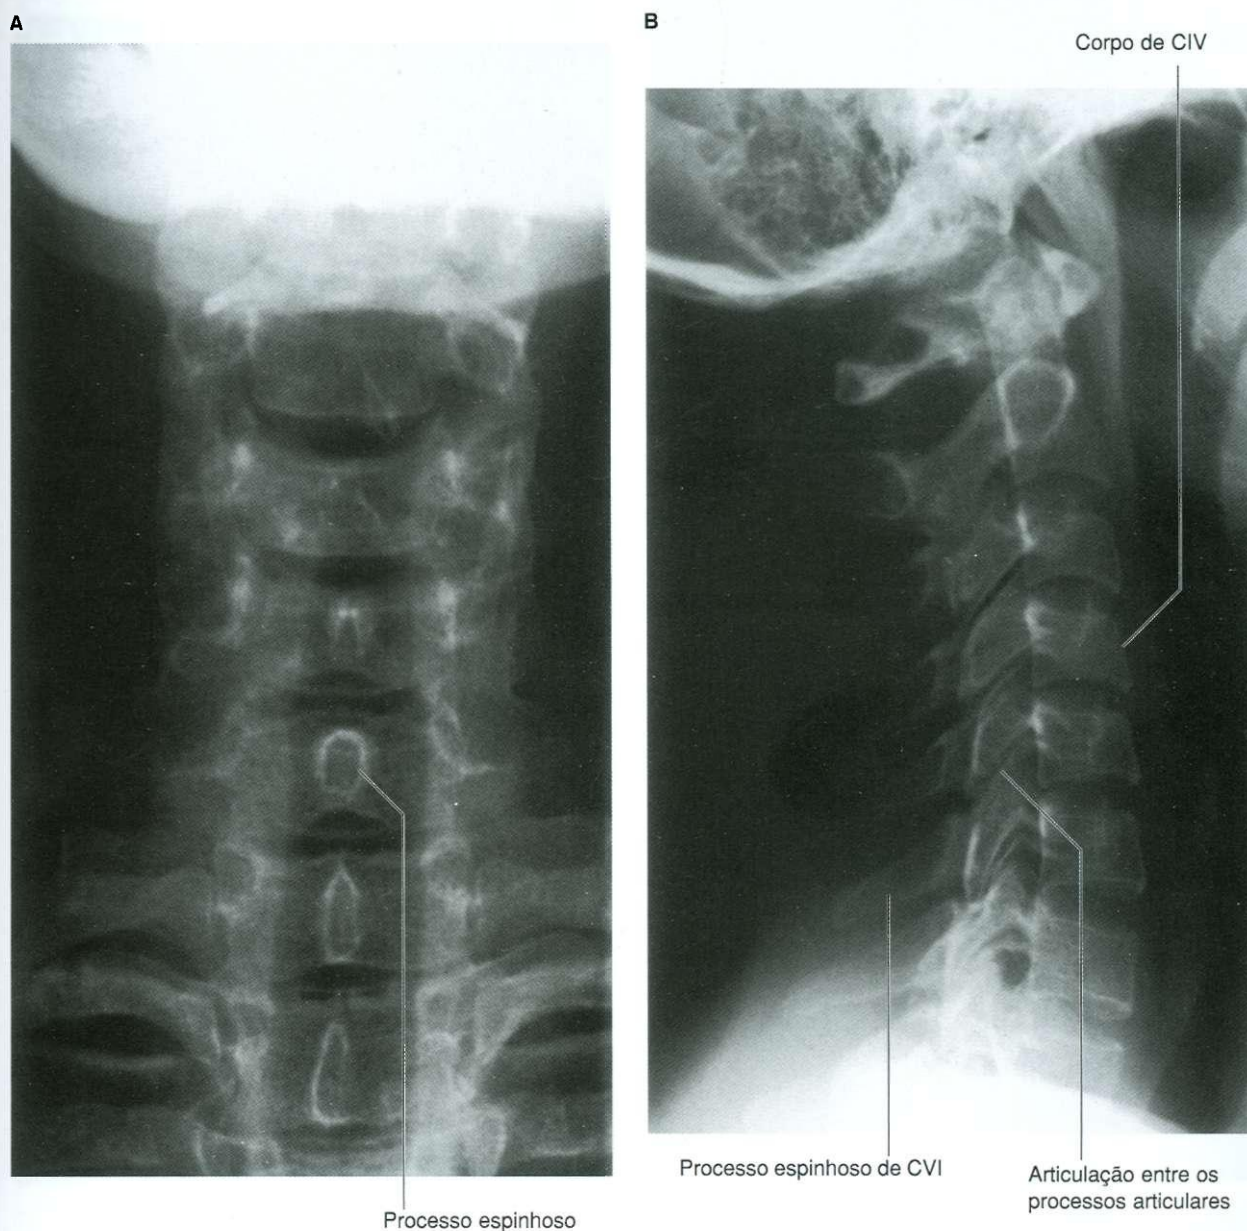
Radiografia da região cervical da coluna vertebral. A. Projeção ântero-posterior. B. Projeção lateral.
